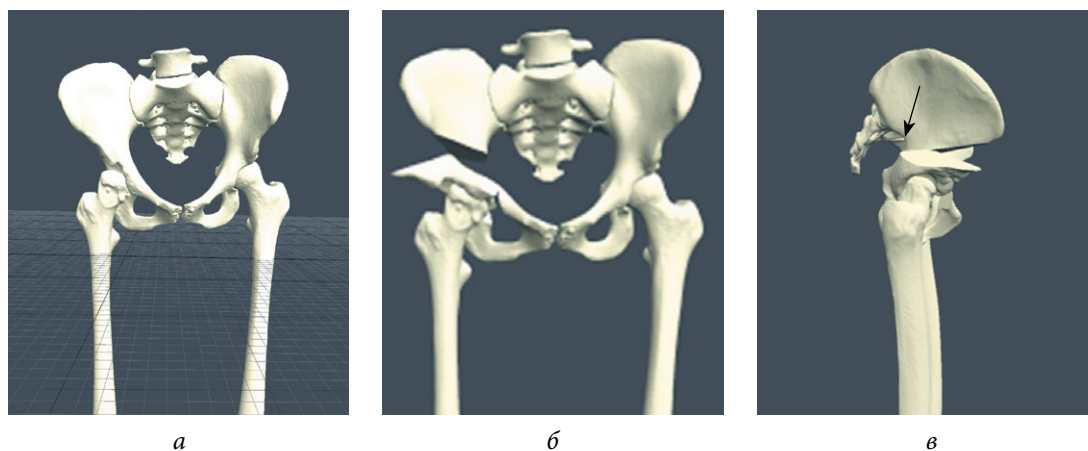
Планирование хирургического вмешательства с помощью программы PME Planner (Polygon Medical Engineering): *а* — сегментация полученного после МСКТ изображения; *б* — остеотомия костей таза с планированием коррекции положения вертлужной впадины; *в* — планирование необходимой трансляции ацетабулярного фрагмента кзади
